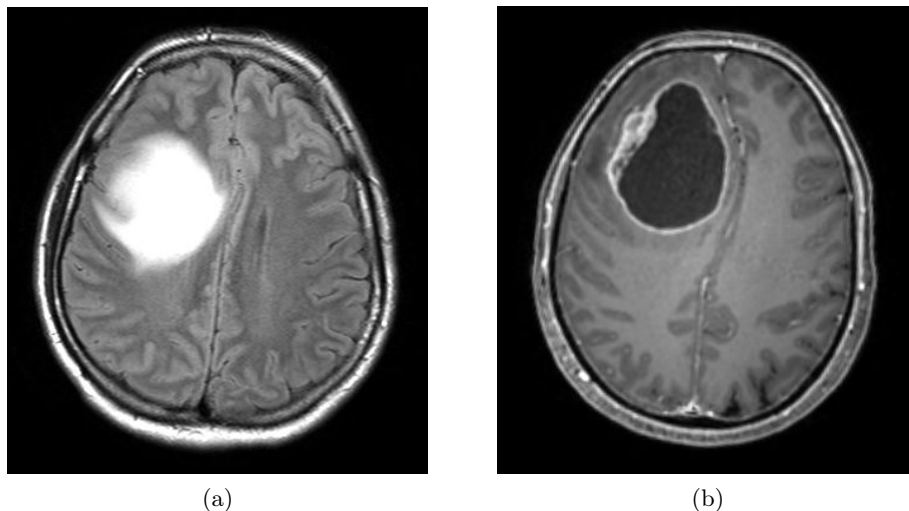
IRM de gliomes. (a) IRM pondérée en T2 d’un patient atteint d’un gliome de grade II. (b) IRM pondérée en T1 + injection de produit de contraste (Gadolinium) d’un patient atteint d’un gliome de grade IV.
